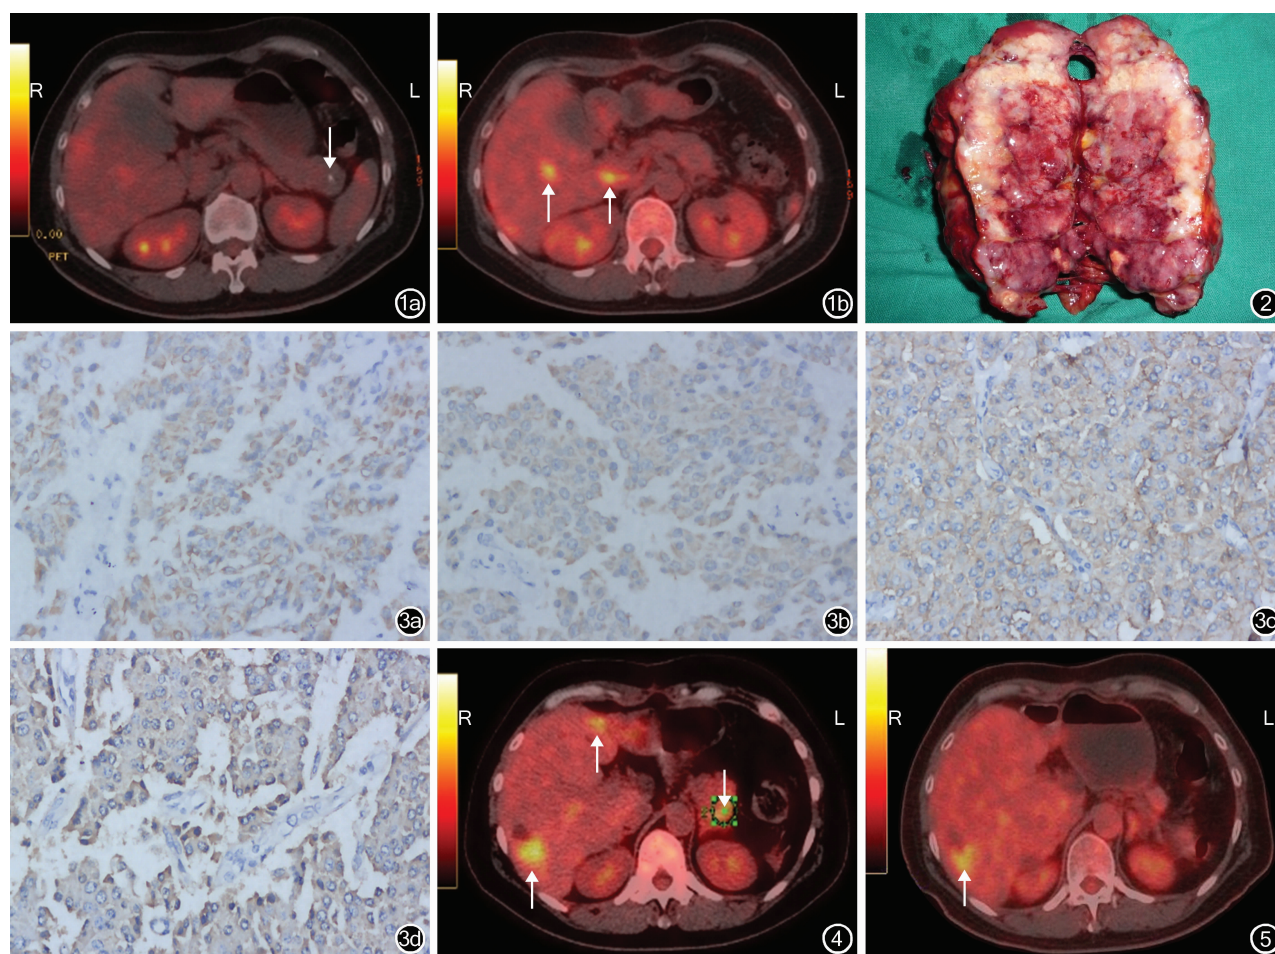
术前 PET-CT 检查结果 1a: 胰尾部占位性病变, 最大径约 2.5 cm, 病灶内见钙化影(↓); 1b: 肝脏左、右叶多发高代谢病灶(↑)
